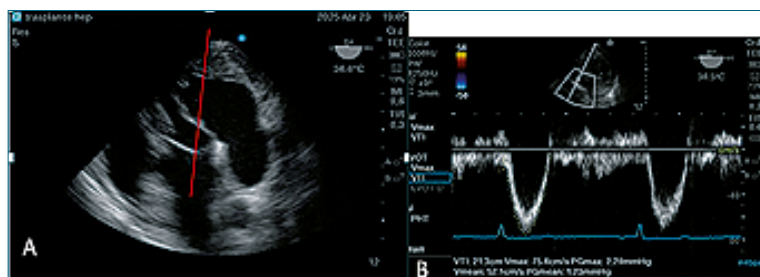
A: Vista transgástrica profunda para colocar Doppler pulsado en TSVI; b: IVT normal, 21,3 cm.
